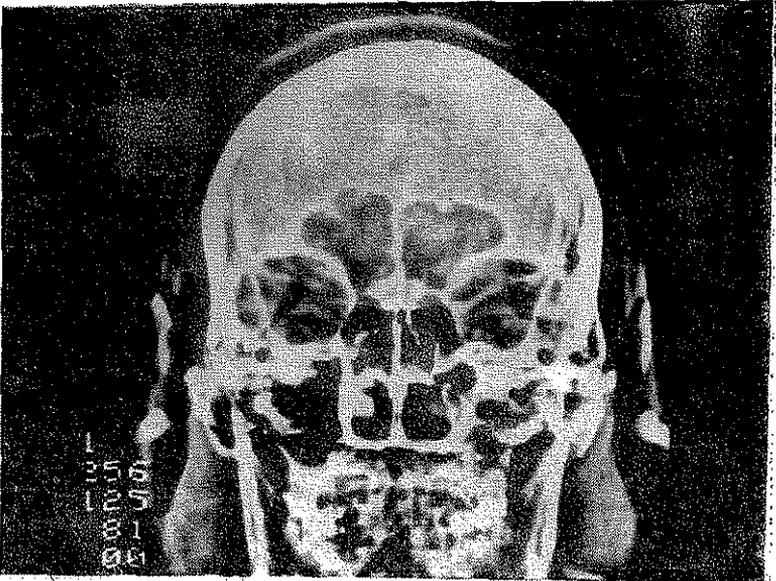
Tomografía axial computarizada en un corte frontal. Muestra la recidiva de un papiloma nasal invertido en fosa nasal izquierda.
